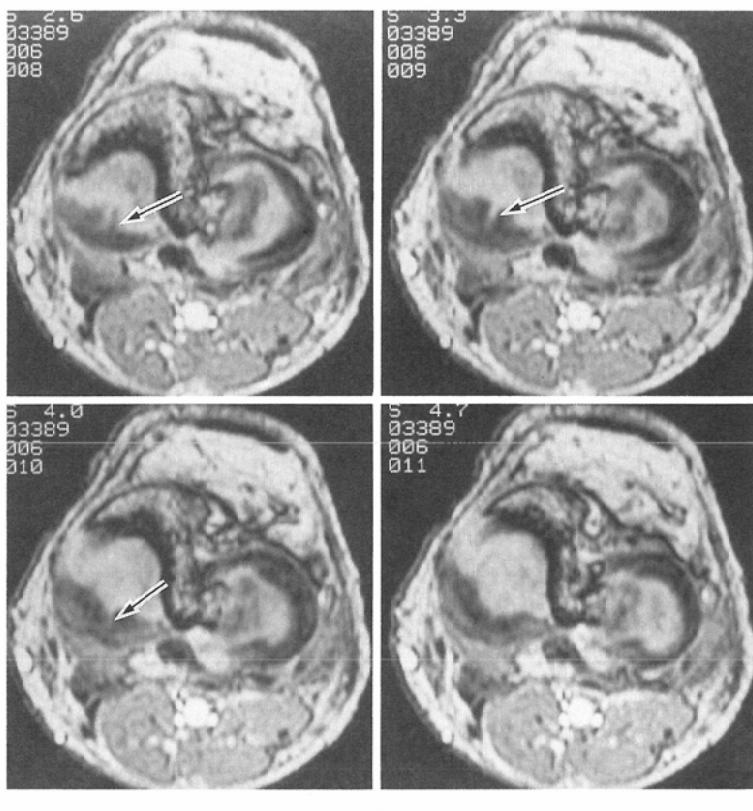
The right knee of a 19-year-old female patient with a radial meniscal tear (An axial MR image on volume scan). A radial tear (arrow) is demonstrated in the middle horn of the medial meniscus. This finding is completely in accord with that of arthroscopy. B : Sagittal MR view on T2* weighted images. Only spotty high signal intensity (arrow) barely suggests the radial tear.
